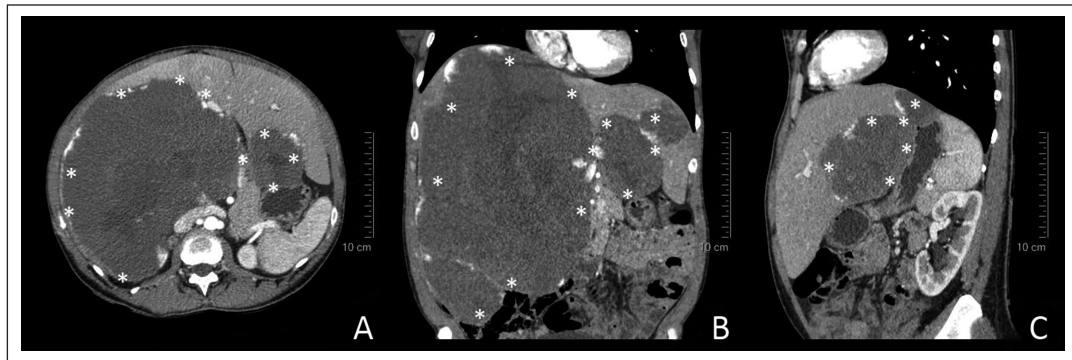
A) Áreas hipodensas centrales y captación periférica grosera del contraste en CT. B) La masa desplaza otras estructuras abdominales, C) presentado en lóbulo hepático izquierdo tres lesiones pequeñas más de similares características.
